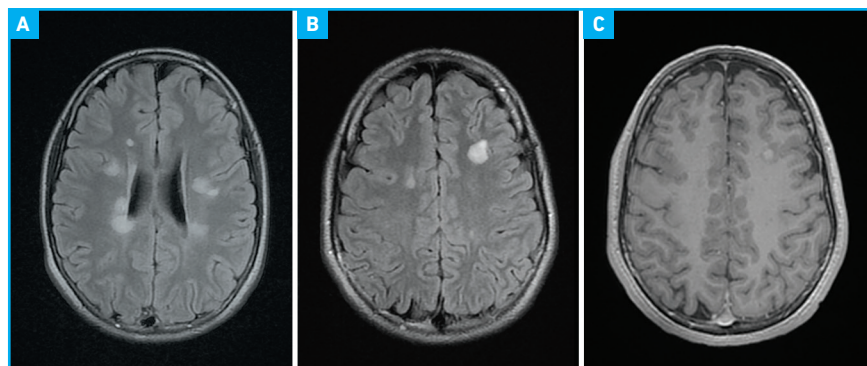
IRM initiale d'une fille de 12 ans ayant une SEP présentant un déficit moteur et des troubles dysesthésiques de l'hémicorps gauche, montrant des lésions péri-ventriculaires (A), juxta-corticales (A, B) en coupe axiale Flair et prenant le contraste (C, coupe axiale T1 avec injection de gadolinium).
